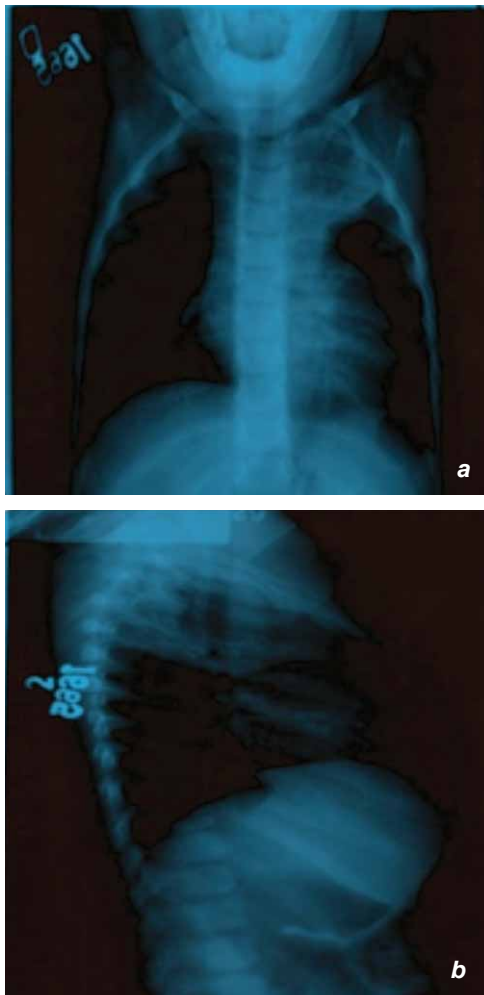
Radiografie cardio-toracică; a – față; b – profil
